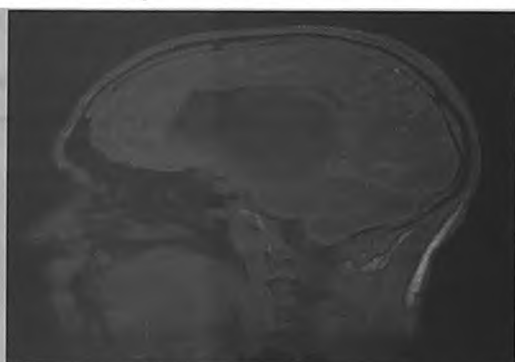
МР томография в сагиттальной проекции, T1 режим. Дизонтогенетическая опухоль срединных структур.
